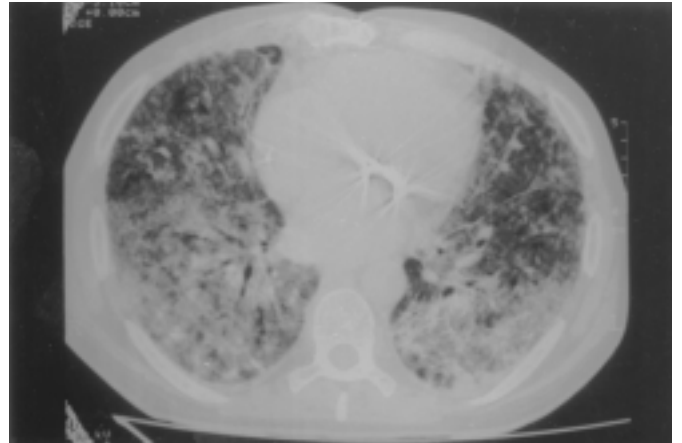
Tomografía computarizada (TC) de tórax. Infiltrados alveolo-intersticiales bilaterales y difusos con áreas de broncograma aéreo.
